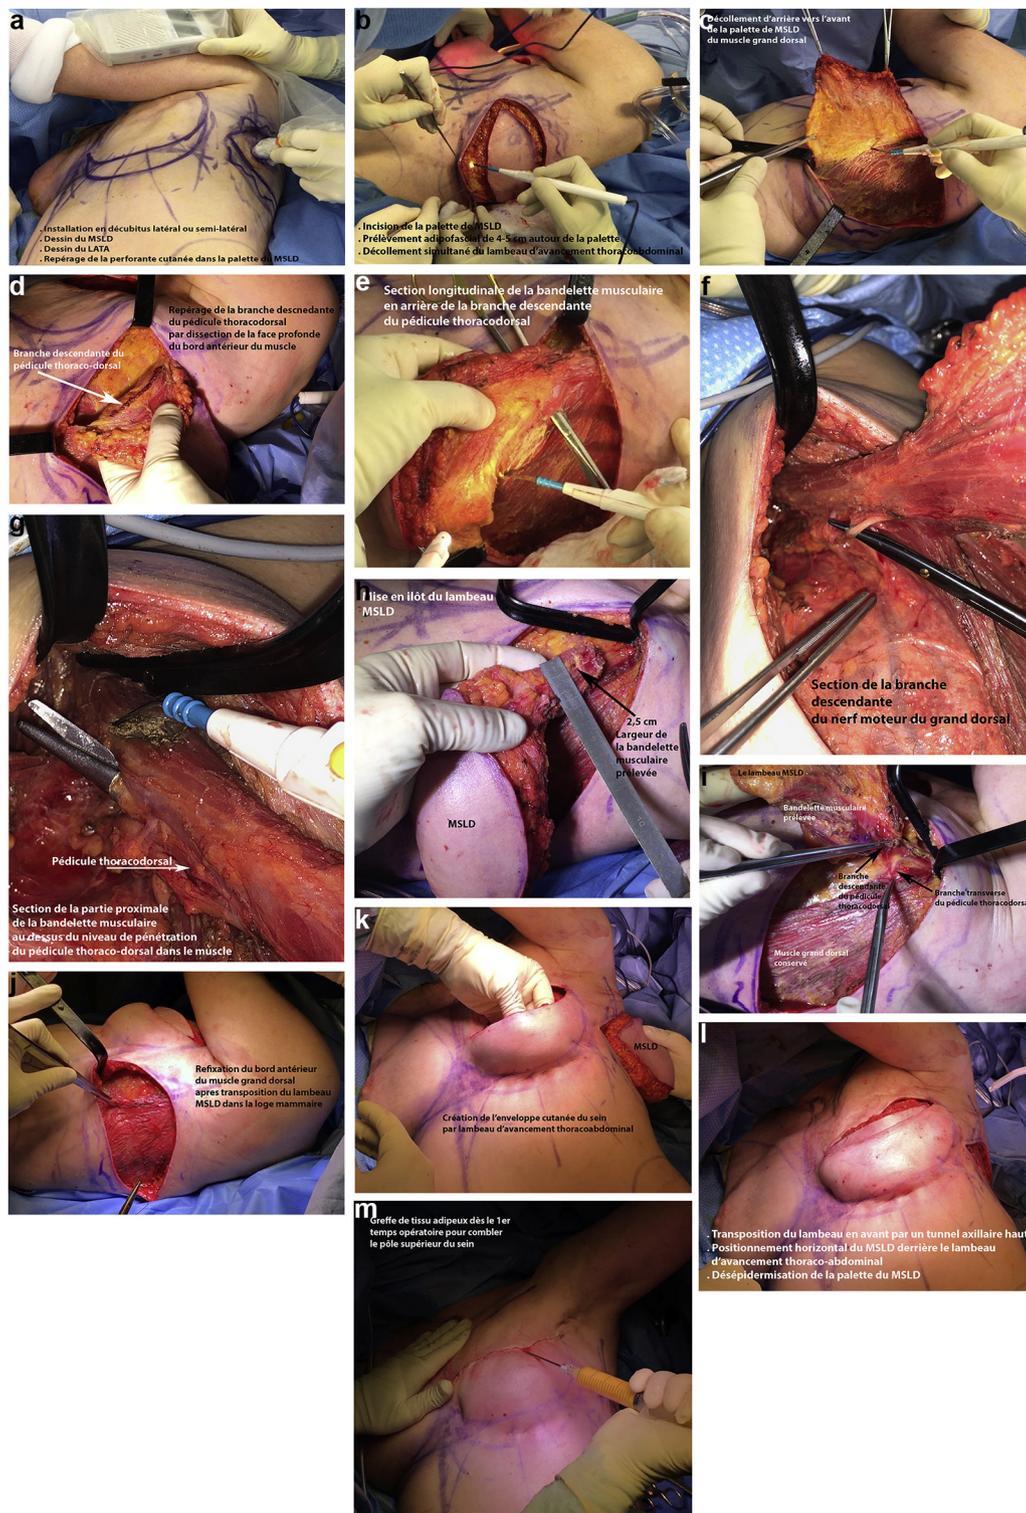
Déroulement de l'intervention étape par étape : a : installation en semi décubitus latéral (le bras dans le champs) permettant de réaliser les 3 étapes de la chirurgie en un temps ; a : vérification de la position de la perforante à l'aide d'un doppler ; b : incision dorsale avec décollement de l'extension adipofascial autour de la palette cutanée ; incision thoracique et décollement sous le rebord costal pour réaliser le lambeau thoracoabdominal ; c : décollement de la palette cutanée du muscle grand dorsal d'arrière vers l'avant ; d : décollement du bord antérieur du muscle grand dorsal et repérage de la branche descendante de l'artère thoracodorsale ; e : section longitudinale du muscle grand dorsal juste en arrière de la branche descendante ; f : repérage du pédicule thoracodorsal et du nerf avant la pénétration dans le muscle ; g : section proximale de la bandelette musculaire en amont du point de pénétration du pédicule, et section de la branche motrice descendante ; h : mise en en îlot complet du lambeau ; i : préservation du pédicule et du nerf de la branche transverse ; j : conservation d'environ 95 % du muscle grand dorsal avec sa vascularisation et son innervation.
